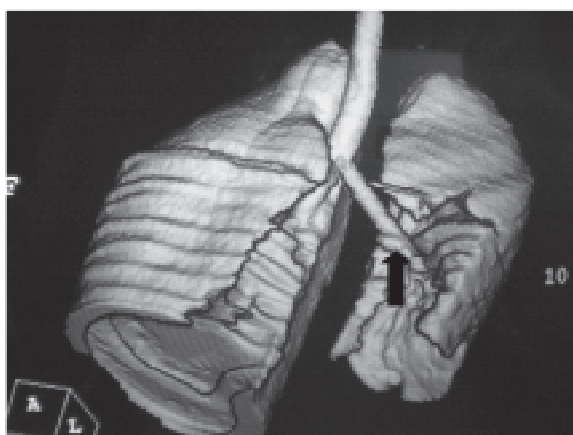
TAC helicoidal con reconstrucción 3D muestra la disrupción bronquial (flecha) del bronquio del LII
